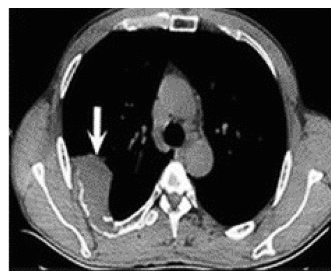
患者 CT 右侧软组织密度影, 向胸腔内突出
